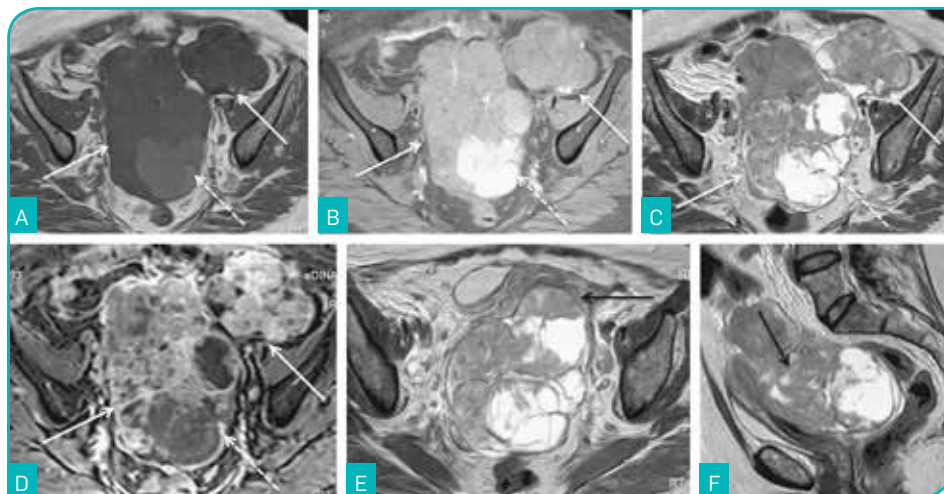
Carcinoma seroso bilateral do ovário numa mulher com 63 anos. Imagens de RM ponderadas em T1 no plano axial (A), em T1 com saturação de gordura no plano axial (B), em T2 no plano axial (C e E) e no plano sagital (F) e em T1 com saturação de gordura após a administração de gadolínio no plano axial (D). Tumor do ovário bilateral de características mistas (setas brancas). As áreas sólidas apresentam hipossinal na sequência ponderada em T1, sinal intermédio nas sequências ponderadas em T2 e captam avidamente contraste, apresentando-se sob a forma de nódulos murais, vegetações, excrescências e septos predominantemente espessos. Existem áreas quísticas que apresentam sinal intermédio em T1, hipersinal após saturação de gordura e hipersinal em T2, sugerindo a presença de conteúdo hemorrágico (setas tracejadas). Não existe plano de clivagem entre o tumor e a vertente posterior do útero, sugerindo invasão, o que não constitui contudo um critério de irressecabilidade tumoral (setas pretas). Não está presente ascite.
